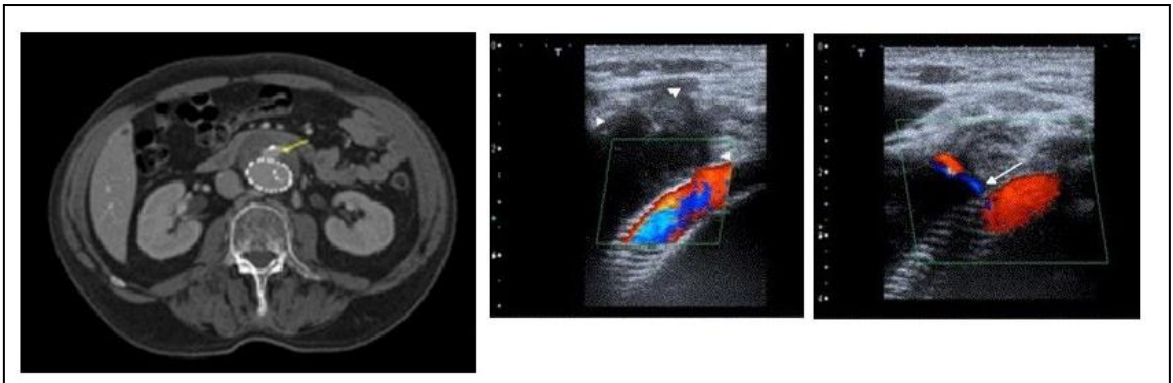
Tip 2 kaçak, BT anjiyografi ve doppler US görünümü
